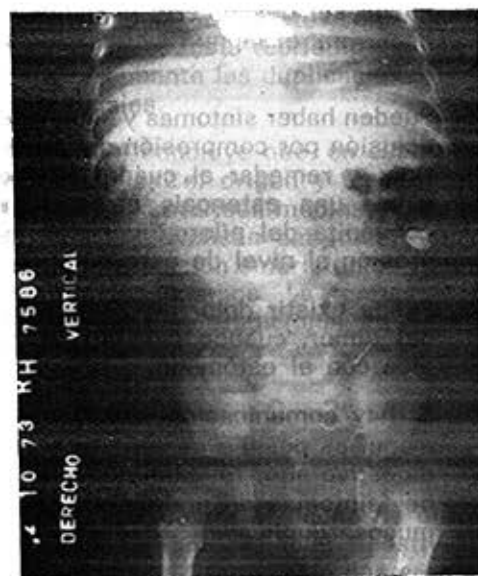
Radiografía de abdomen simple al ingreso: se observa poco gas en el abdomen.
